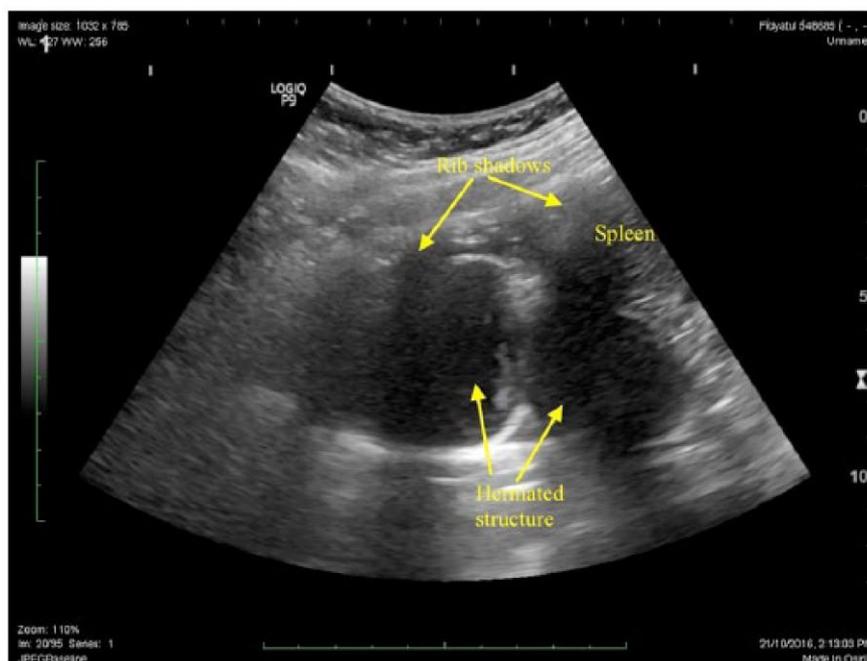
Échographie thoracique en regard de la ligne axillaire moyenne montrant deux structures arrondies qui pourraient être une hernie de l'estomac ou des boucles intestinales. (72)
